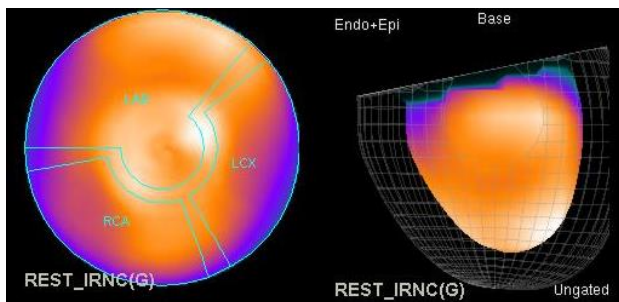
Mapa polar obtenido con SPECT gatillado del fantoma antropomórfico.
